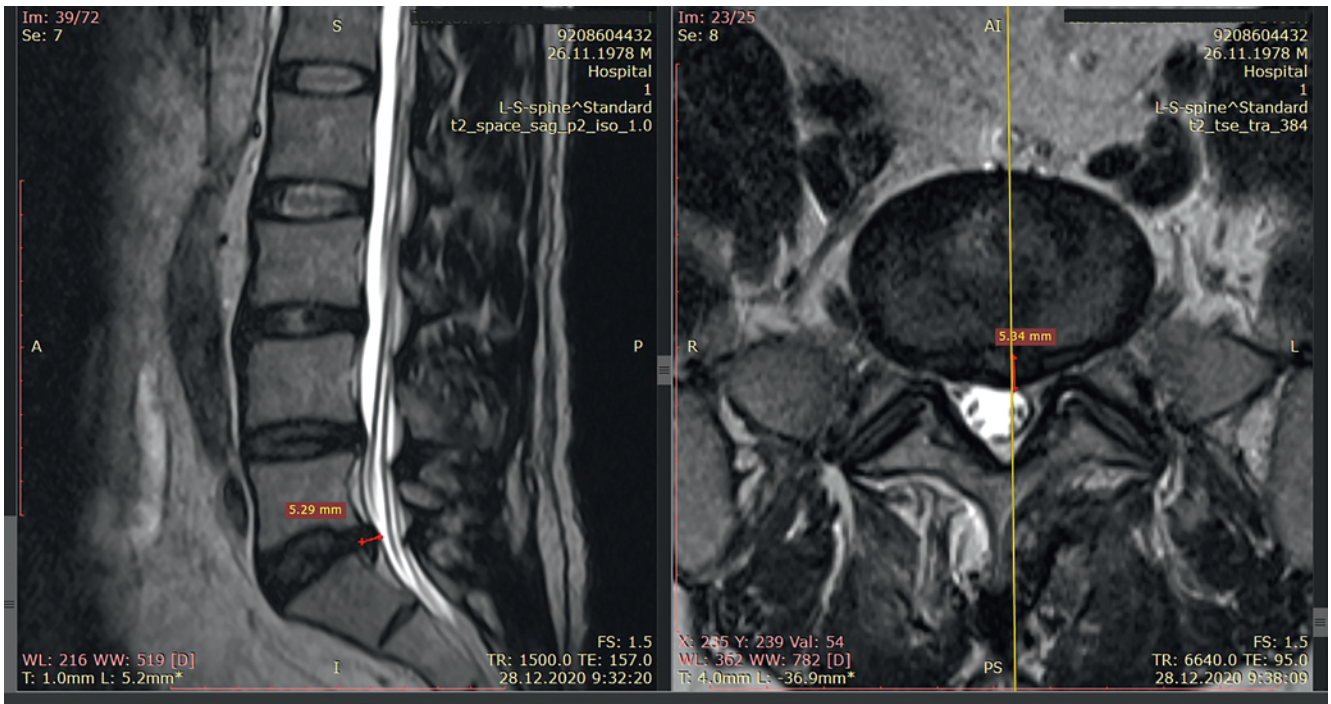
Контрольная магнитно-резонансная томограмма пациента И. после курса акупунктуры 28.12.2020: А) саггитальный срез, В) аксиальный срез на уровне межпозвонкового диска L₅-S₁
